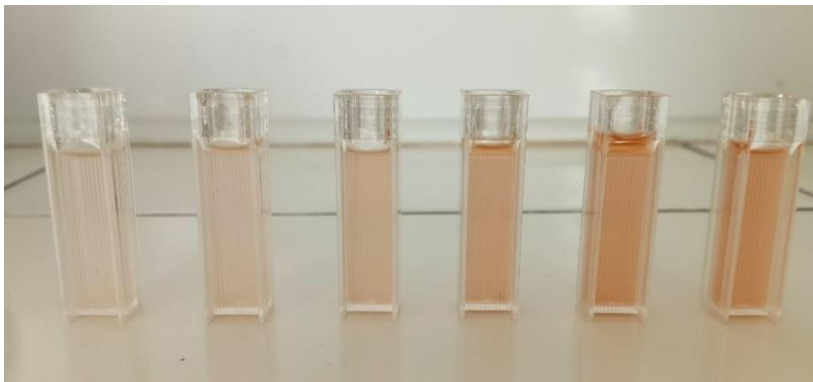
La gamme étalon à la catéchine pour le dosage des TC.
